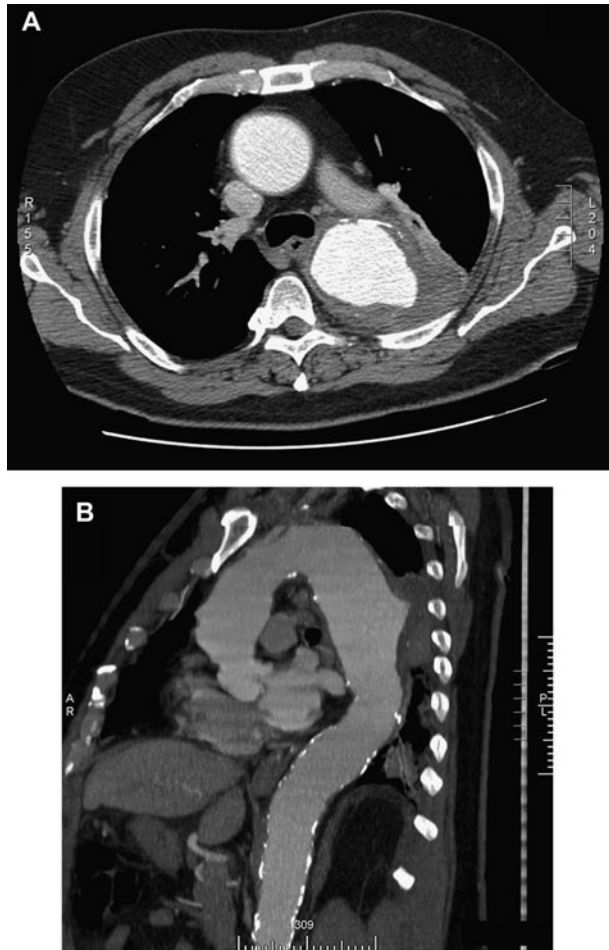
Tomografía computarizada (TC) que demuestra la rotura del aneurisma torácico descendente que mide 6,8 cm. A: transversal; B: reparación bidimensional.
